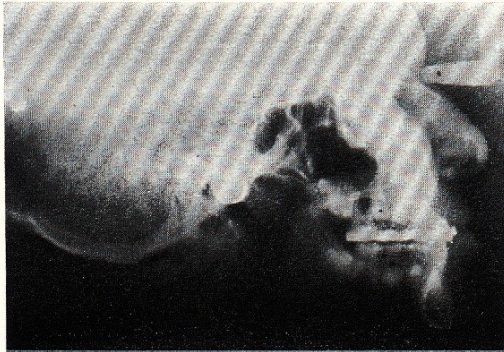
Teleradiografia latero-laterale finale del 18-9-1981.
